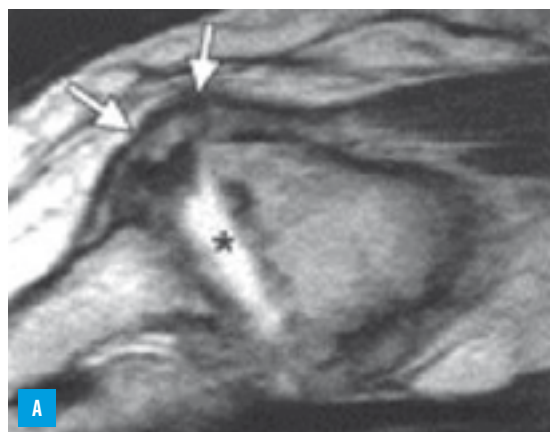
Signes IRM d'arthropathie AC : épanchement artriculaire (A : astérisque), hypertrophie capsulaire (A : flèches), œdème du spongieux (B : flèches).
